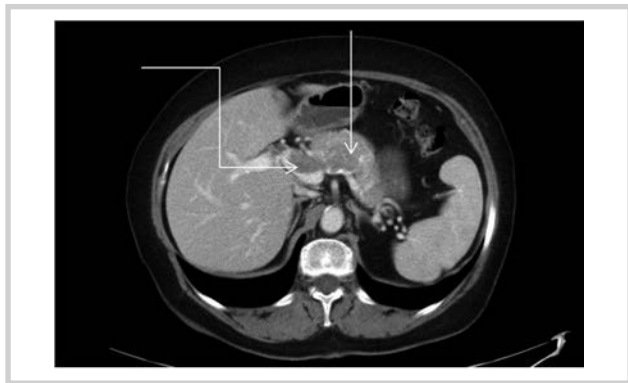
КТ органов брюшной полости. Опухоль тела поджелудочной железы с тромбозом воротной вены.
